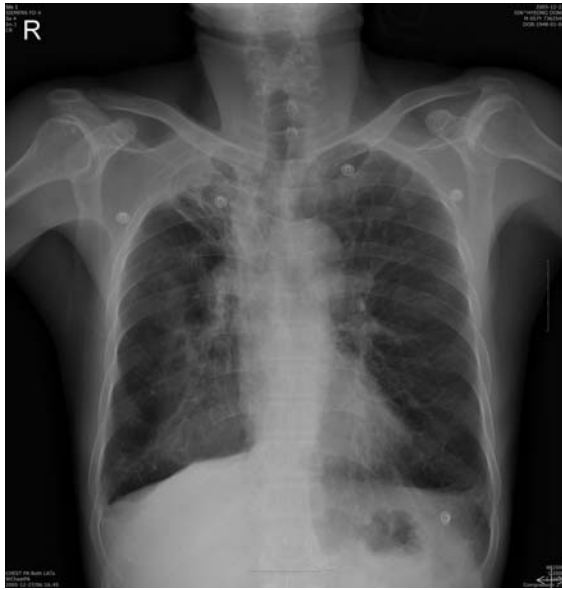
Chest radiograph shows large consolidation with air-fluid level in the right lower lobe. Fibroatelectatic tuberculous scar with traction bronchiectasis and bullae in right upper lobe. Right upper pleural thickening and decreased volume of the right upper lobe with right side tracheal deviation are noted. Both lungs are emphysematous.
